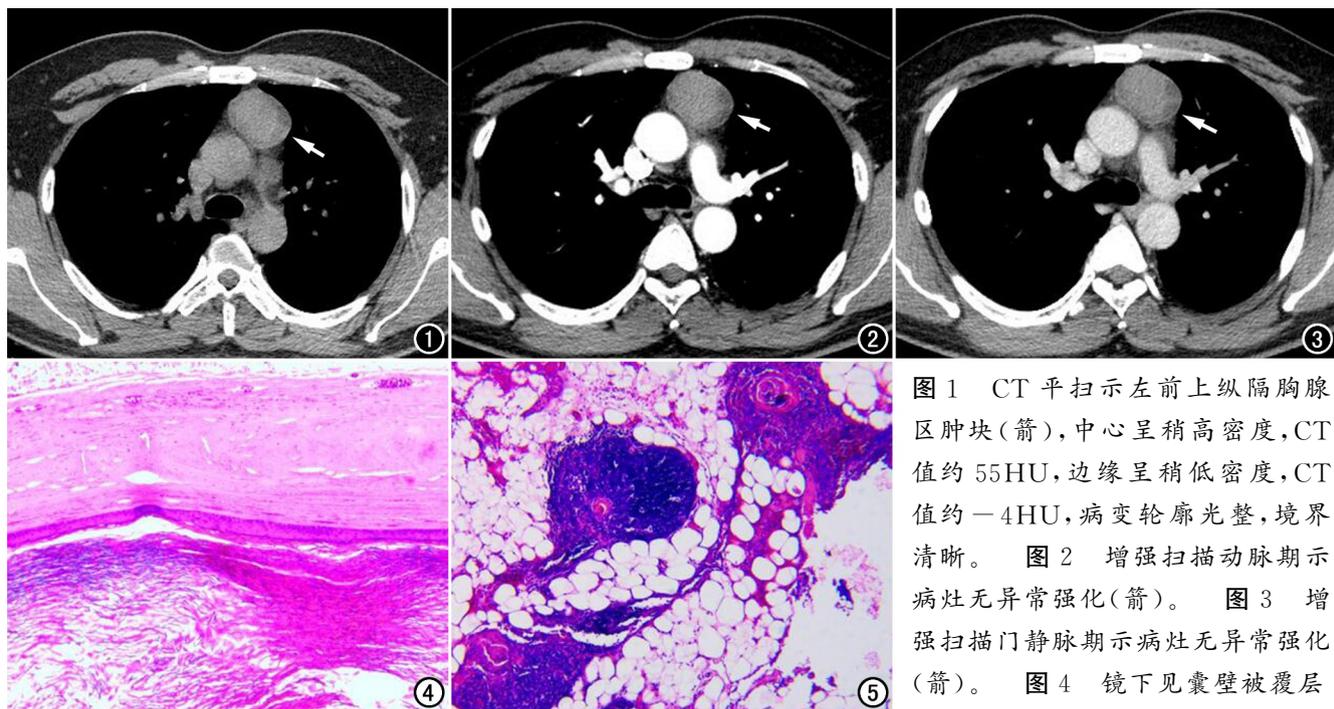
CT平扫示左前上纵隔胸腺区肿块(箭),中心呈稍高密度,CT值约55HU,边缘呈稍低密度,CT值约-4HU,病变轮廓光整,境界清晰。图2 增强扫描动脉期示病灶无异常强化(箭)。图3 增强扫描门静脉期示病灶无异常强化(箭)。图4 镜下见囊壁被覆层
